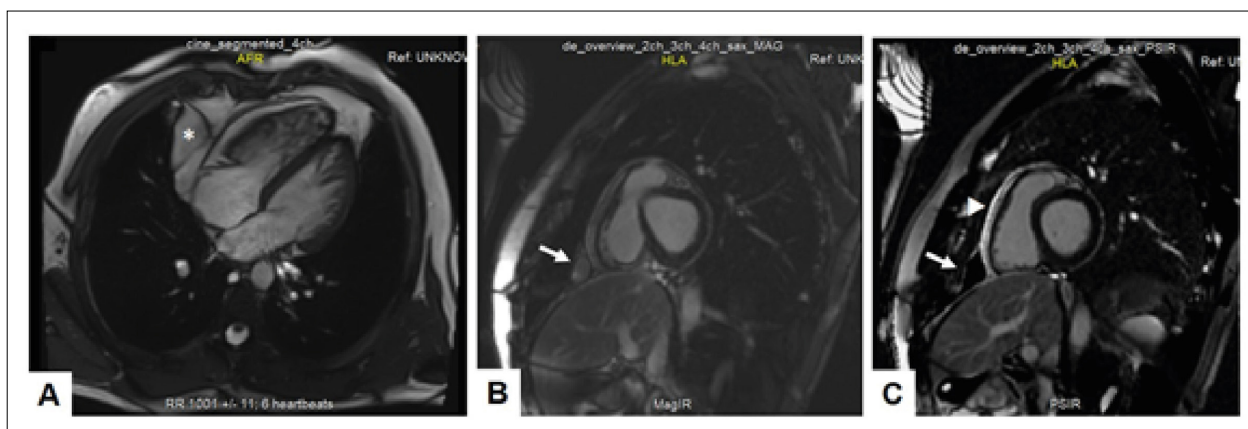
Imagens da ressonância magnética cardíaca. Sequência de precessão livre no estado estacionário (Steady-state Free Precession — SSFP) de quatro câmaras (A) mostrando massa homogênea e bem definida de alto sinal, medindo 7x7x2,7 cm, localizada no ângulo cardiofrênico direito (asterisco), sem evidências de realce por contraste (B, C; setas). A imagem de recuperação de inversão sensível à fase (Phase-sensitive Inversion Recovery — PSIR) de eixo longo horizontal (C) também mostra realce tardio (ponta da seta).
